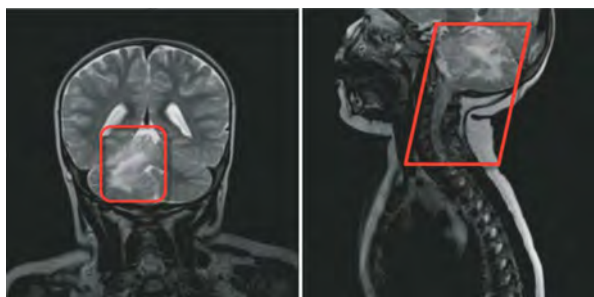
МРТ головного мозга больной Л., описание в тексте
